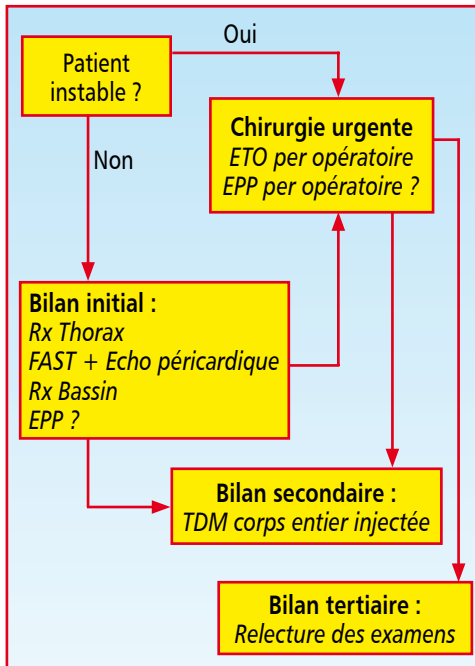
Algorithme de prise en charge diagnostique et thérapeutique des patients victimes d'un traumatisme grave pénétrant. Patient instable : hypoxie < 90% et/ou hypotension < 90 mmHg non corrigée. En gras les interventions thérapeutiques, en italiques, les techniques d'imagerie. ETO : échographie cardiaque trans-œsophagienne ; EPP : échographie pleuro-pulmonaire ; Rx Thorax : radiographie du thorax ; FAST : échographie abdominale selon la technique FAST ; TDM : tomographie par ordinateur ; DTC : doppler trans-crânien ; IRM : imagerie par résonance magnétique nucléaire.
